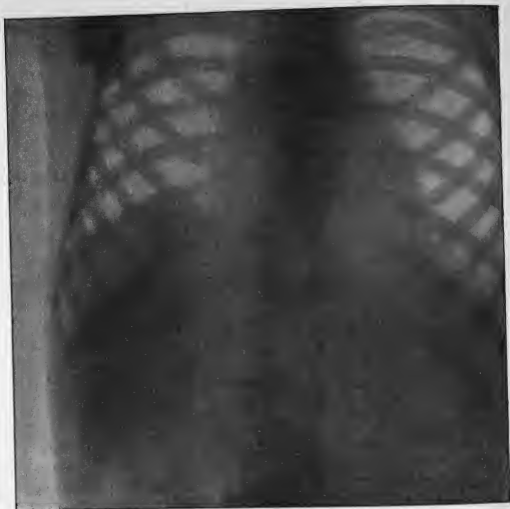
Radiographie d'un mal de Pott dorsal supérieur; on y voit une masse arrondie engainant la colonne vertébrale au niveau du point malade.
